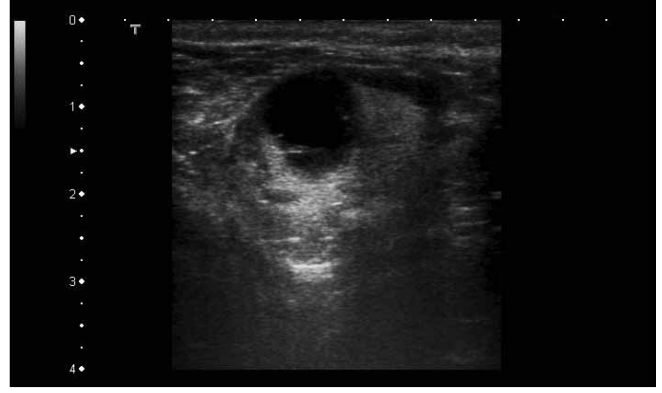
USG'de kistin ve solid komponentin görünümü
